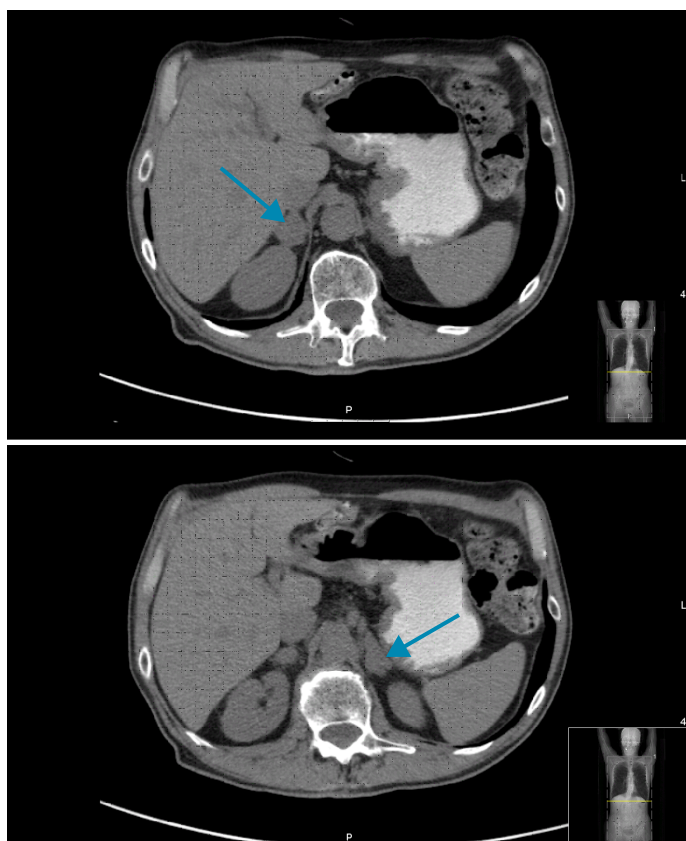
Imagens da TC-CTAP demonstrando lesões nodulares em ambas as glândulas supra-renais.
